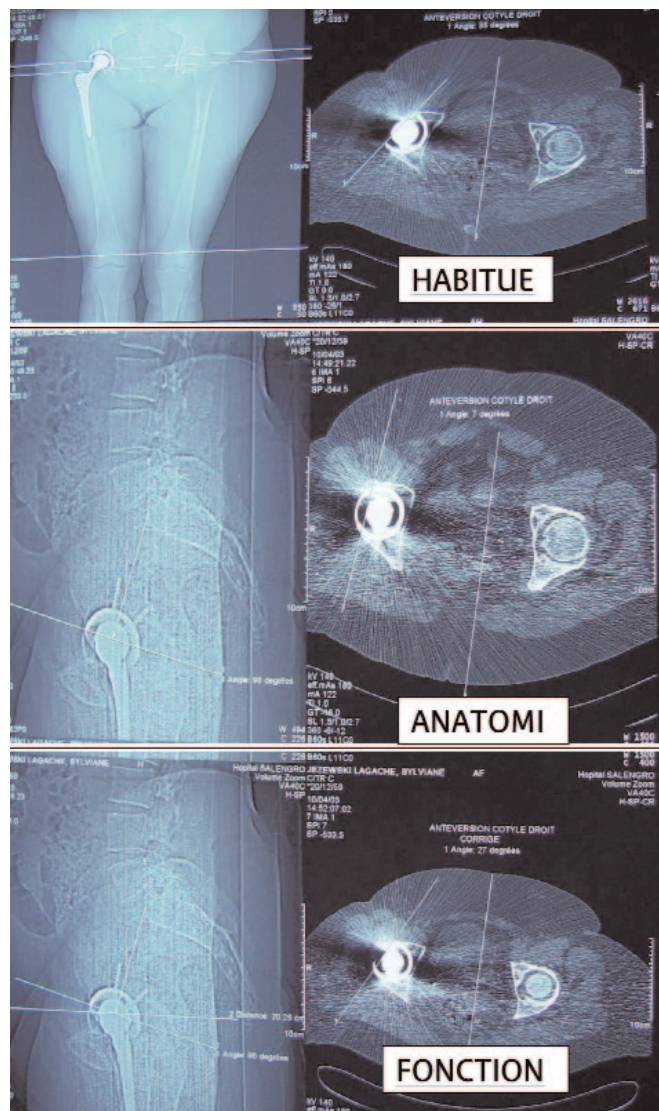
(a) Mesure de l'antéversion selon le plan de la table TDM donnant l'antéversion "habituelle" (antéversion 35°), la mesure de l'antéversion de la cupule au moyen d'une coupe orthogonale à l'axe pelvien donnant l'antéversion "anatomique" (antéversion 7°) (b). La version pelvienne mesurée sur la radiographie de profil (ici 23°) est reportée sur le scout-view (en bas à gauche) permettant d'effectuer une coupe orientée de 23° en avant de l'axe pelvien correspondant à la verticale du cliché de profil en charge, autorisant une mesure de l'antéversion "fonctionnelle" en orthostatisme simulé (antéversion 27°) (c).
